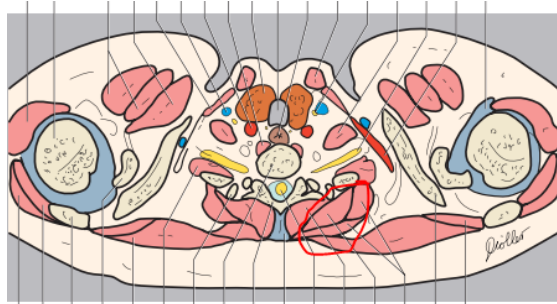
Cuantificación de ^{18}F -FDG en varios músculos vertebrales
